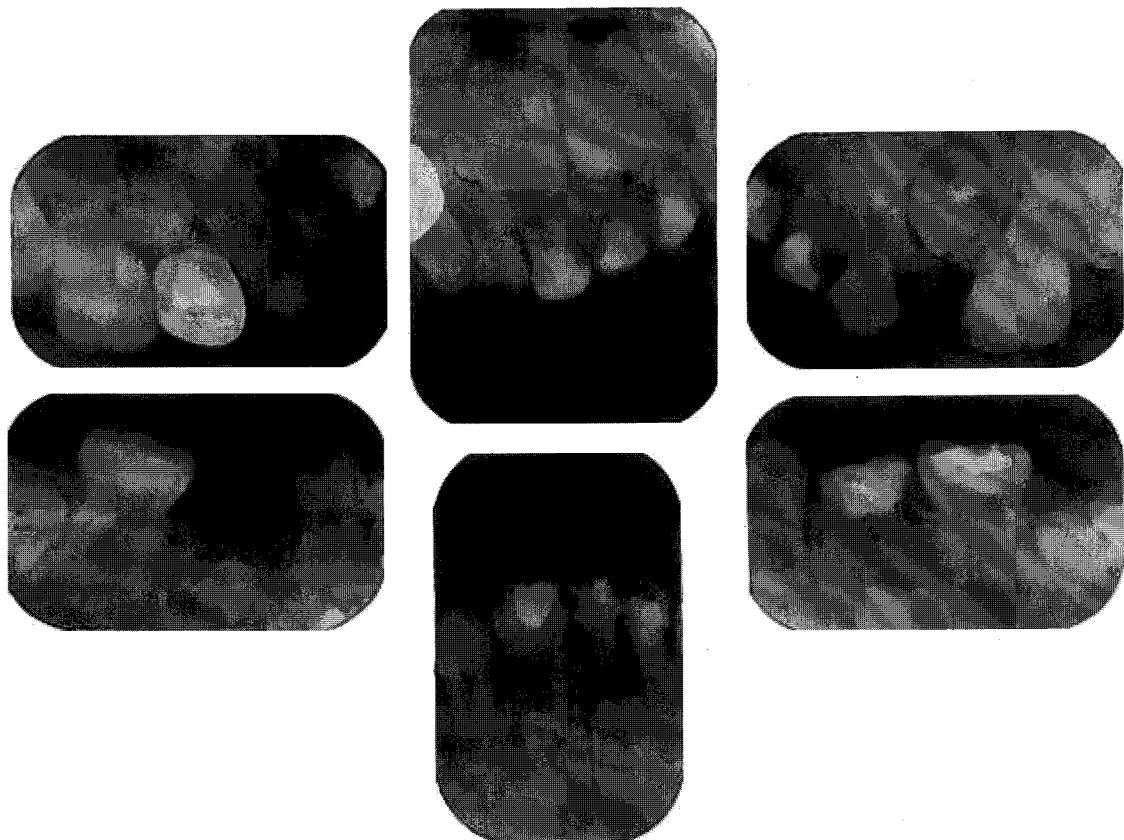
The periapical view after treatment
